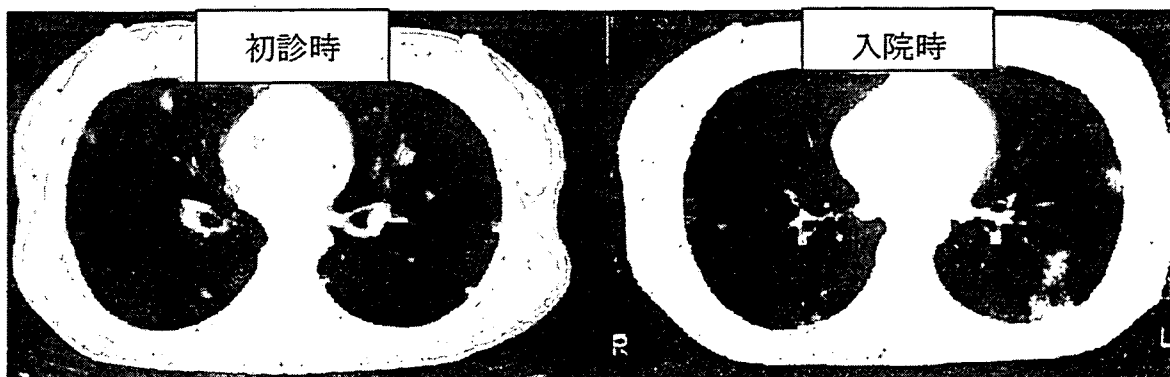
呼吸器症状を呈したトキソカラ症患者(26才女性)の胸部MRI
